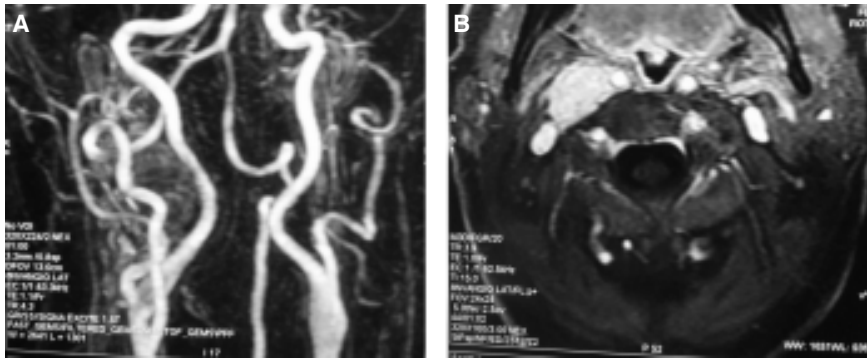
Angio-RMN TSA. Formación ovoide, vascularizada, entre la ACI y ACE de 39 x 29 x 17 mm.
